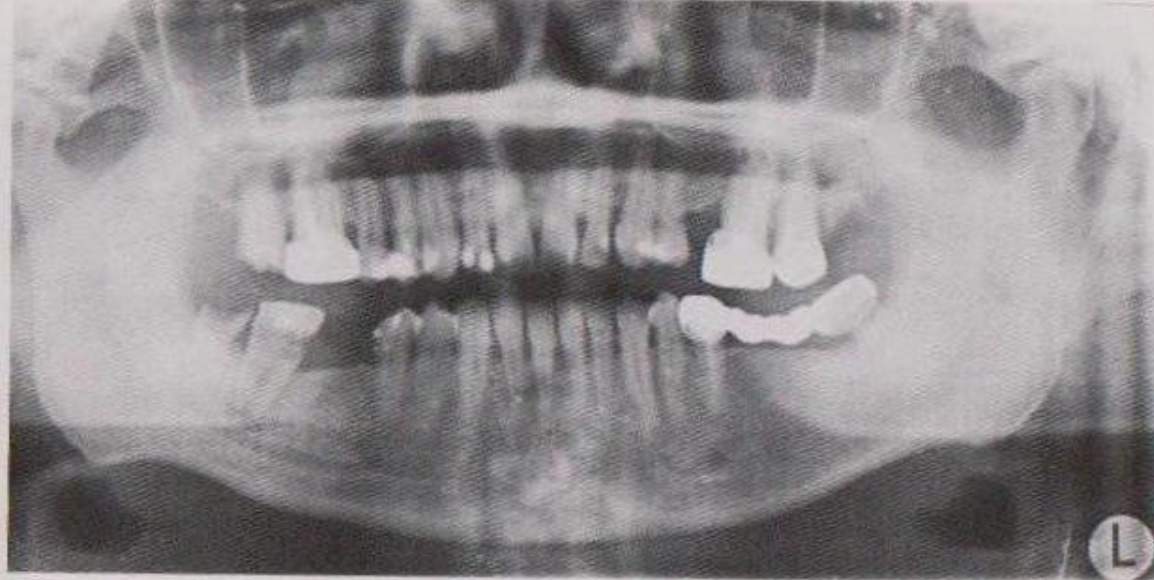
Ортопантомограмма. Межзубные перегородки резорбированы на $\frac{1}{2}$ их длины, зубодесневые (пародонтальные) карманы, кариес 18, 28, 38, множественные пломбы.
